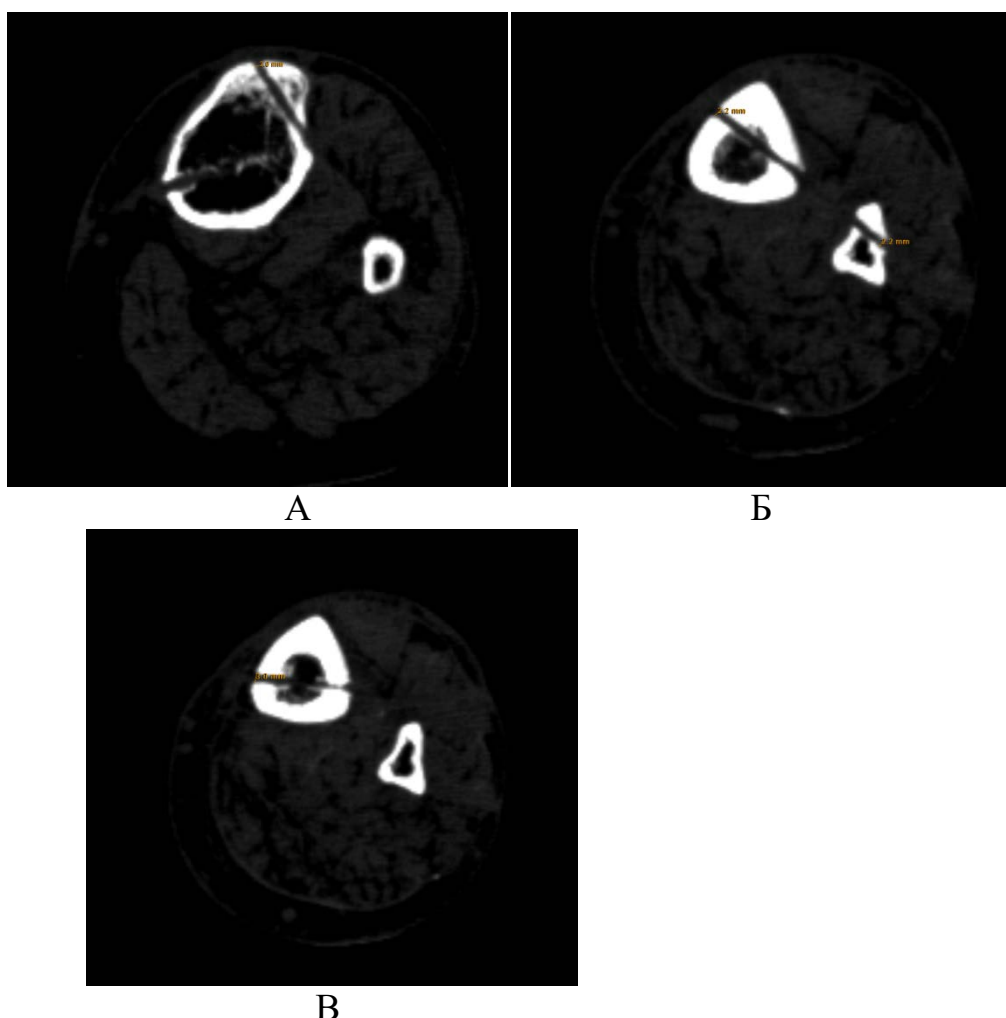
Пациентка К, 59 лет. КТ спицевых каналов большеберцовой кости
